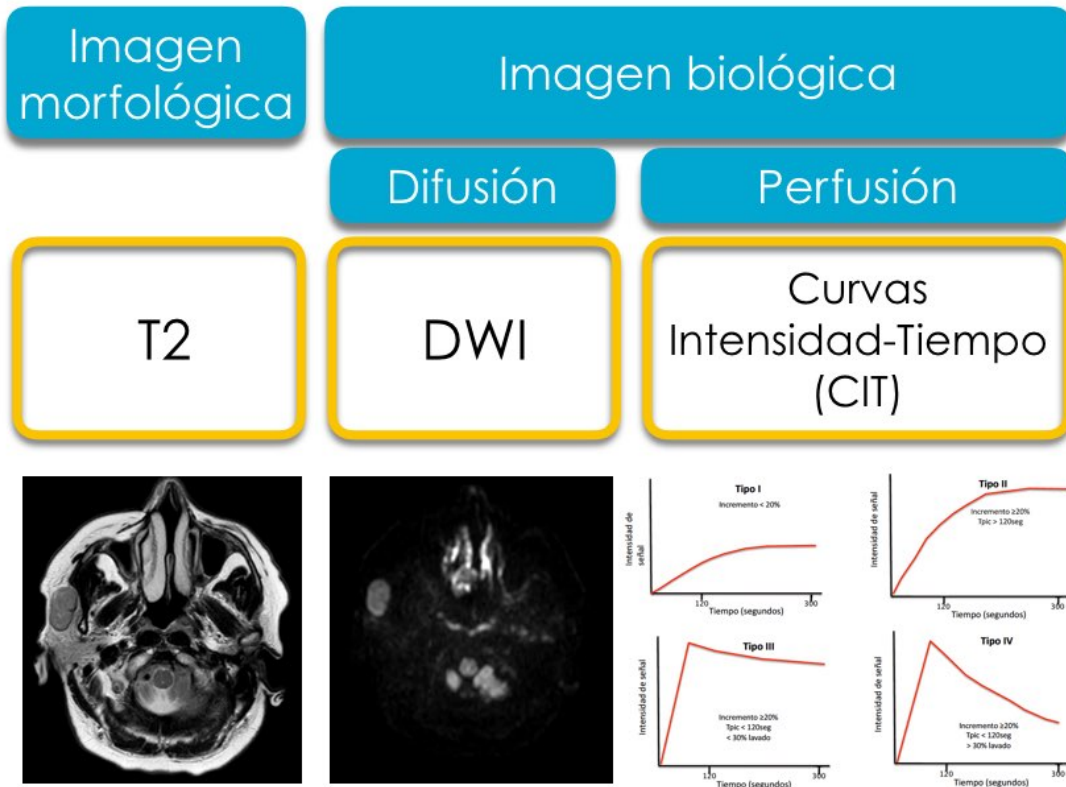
La RM multiparamétrica intenta acotar el amplio diagnóstico diferencial de los tumores de glándulas salivares.
